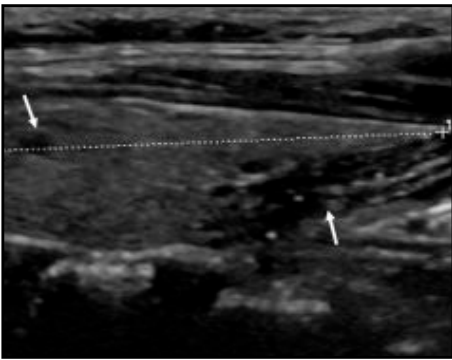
A 59-year-old woman with an intrathyroidal thymus and a large ectopic thymus below the thyroid gland. Longitudinal sonogram of thyroid reveals an intrathyroidal small hypoechoic lesion and a large hypoechoic lesion consisting of punctate hyperechogenicity foci, located below and posterior to the thyroid (arrows).
